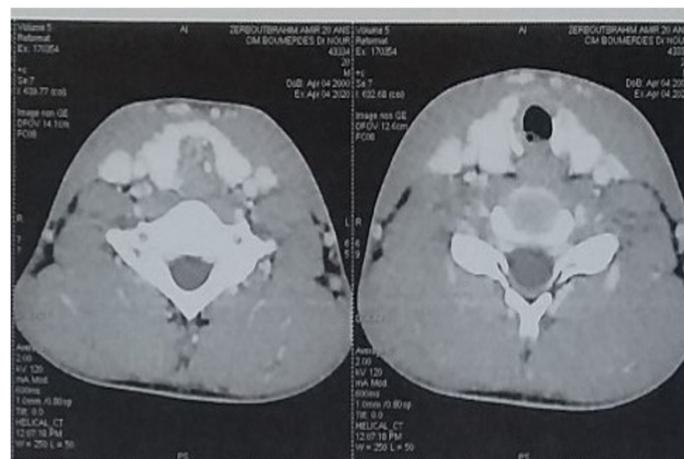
TDM en coupe axiale sans IPC : sténose trachéale étendue sur 22 mm jusqu'a l'orifice de la trachéotomie.
